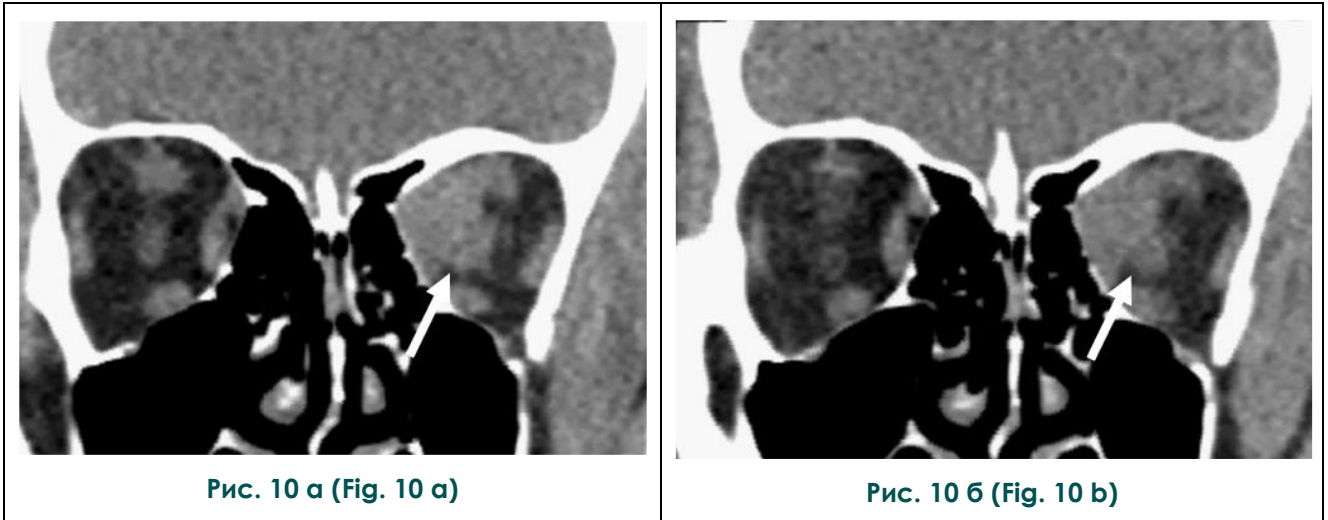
а – МСКТ, орбиты, корональная реконструкция, статическое исследование, б – фМСКТ, орбиты, корональная реконструкция, функциональное исследование, (собственное наблюдение).
